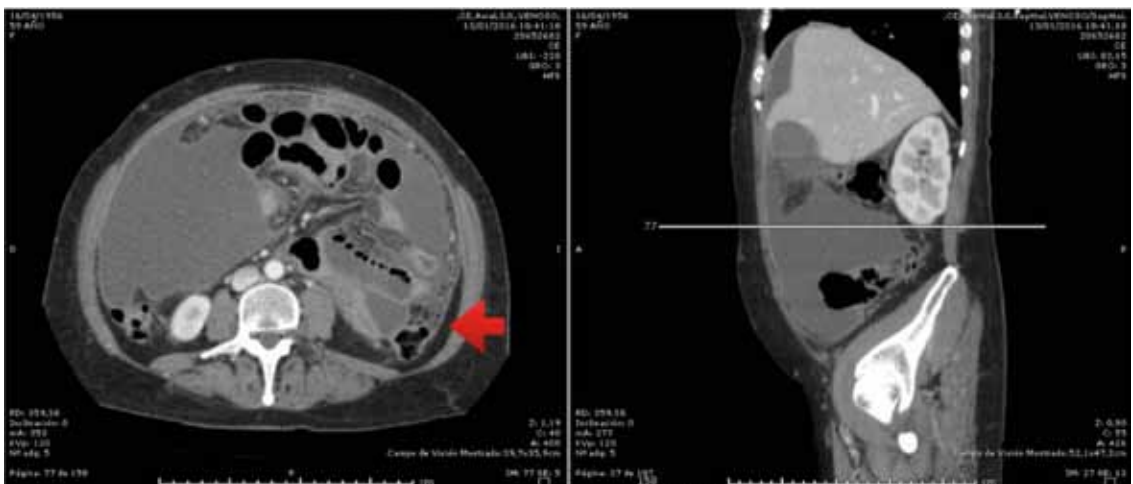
TAC abdomen-pelvis. Se observa abundante líquido enquistado de ubicación perihepática, interasas, en los espacios pararenales anteriores y en la pelvis, asociado a engrosamiento y realce difuso del peritoneo parietal (Flecha).
